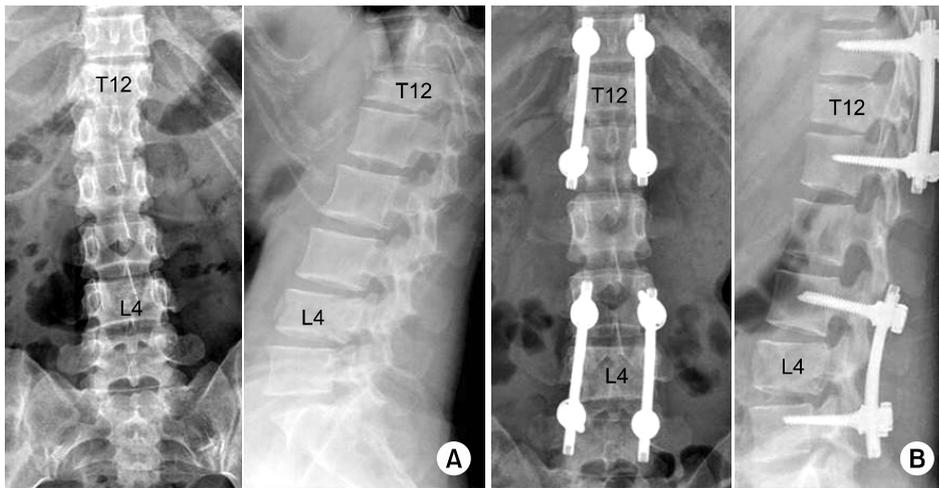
(A) Preoperative L-spine X-ray shows T12, L4, and sacrum fractures that T12, L4 was diagnosed major fractures of 24-years old female who fell from a 4 m height. (B) Postoperative L spine X-ray shows pedicular screw fixation on the upper and lower vertebrae of T12 and L4 without bone graft.
